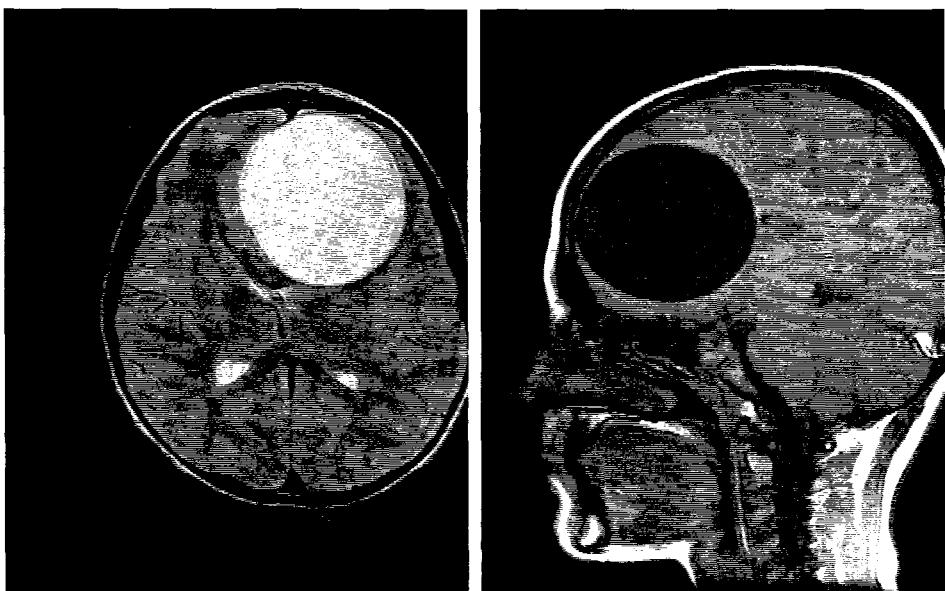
2a, 7. 2b. Aspect IRM de chist hidatic frontal.
